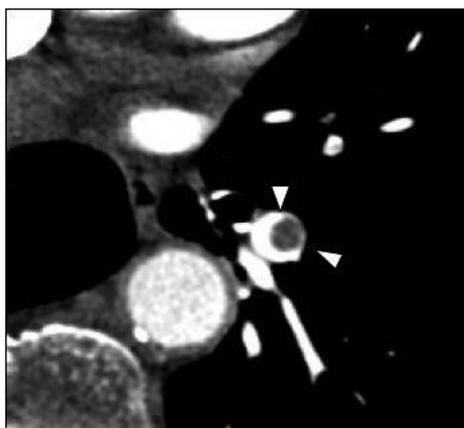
Angiotomografía mostrando un tromboembolismo pulmonar agudo en una arteria segmentaria del lóbulo inferior izquierdo que presenta ángulos agudos con la pared del vaso conocido como el signo de menta de polo (cabezas de flechas).²⁵
